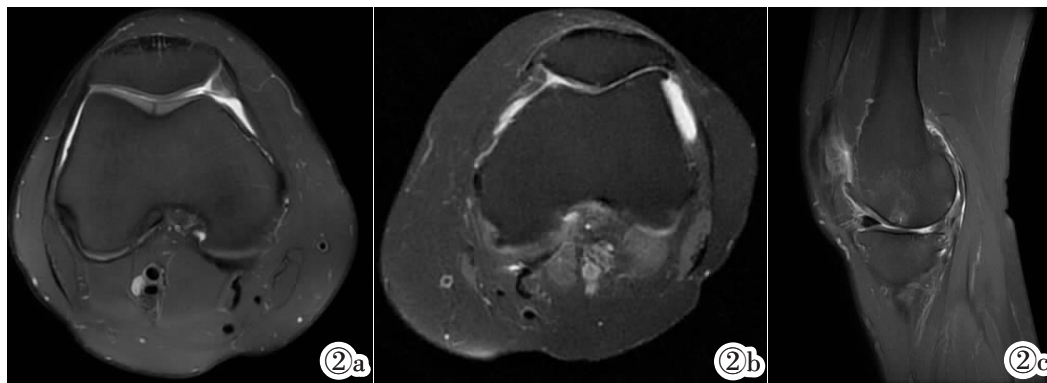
MRI 对膝关节软骨损伤患者的分级诊断图。图 2a:男,28 岁。MRI 横断位 PDWI 显示右股骨滑车轻度软骨损伤,右膝关节少到中量积液,诊断为膝关节软骨 I 级损伤;图 2b:与图 1a 为同一病例。MRI 横断位 PDWI 显示左膝关节退行性变,关节面骨软骨损伤
